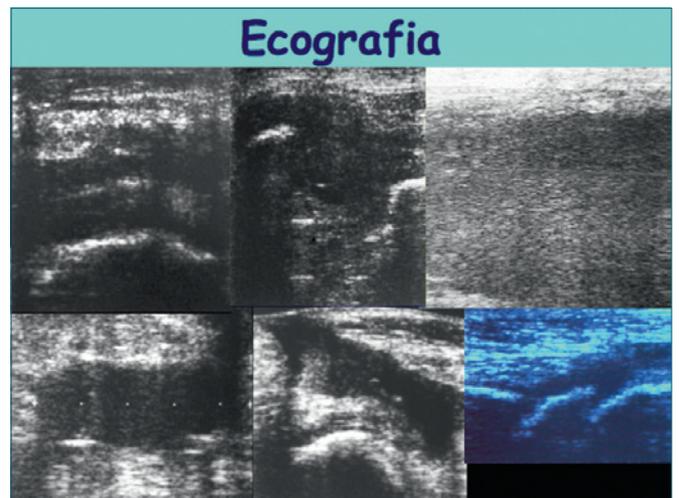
Si riporta imaging di ecografia di ascesso fistolizzato.
